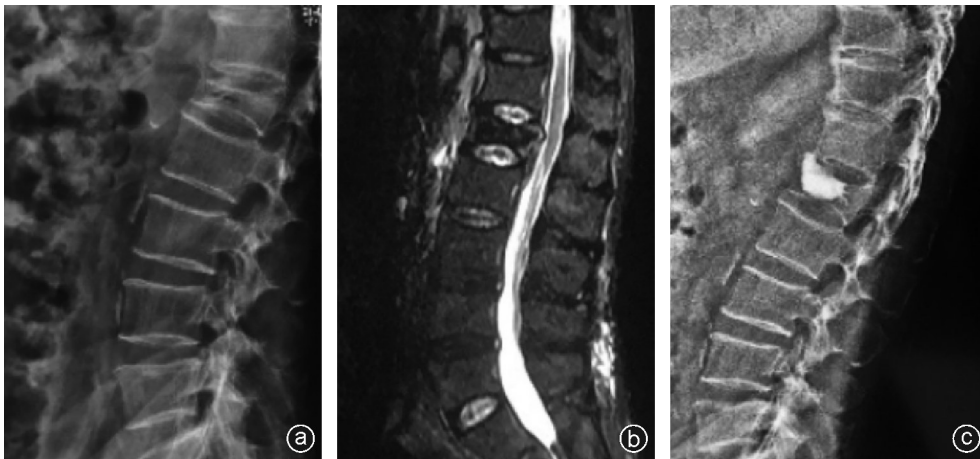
病人,男,70岁,因外伤后腰背部疼痛活动受限3 d就诊,行PKP手术治疗 a:术前X线片示L<sub>4</sub>椎体前缘塌陷,椎体高度丢失,局部后凸畸形;b: MRI T<sub>2</sub>像可见L<sub>4</sub>椎体骨折,椎体后缘上部可见游离骨块突入椎管,硬膜囊未见明显压迫;c:术后X线片可见塌陷椎体高度有所恢复,局部后凸较术前有所改善,骨水泥填充良好,无明显渗漏
